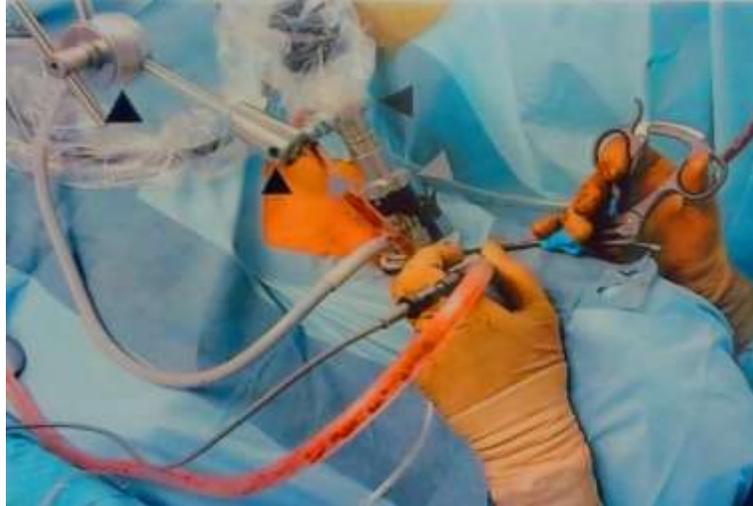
Médiastinoscopie parasternale gauche:
